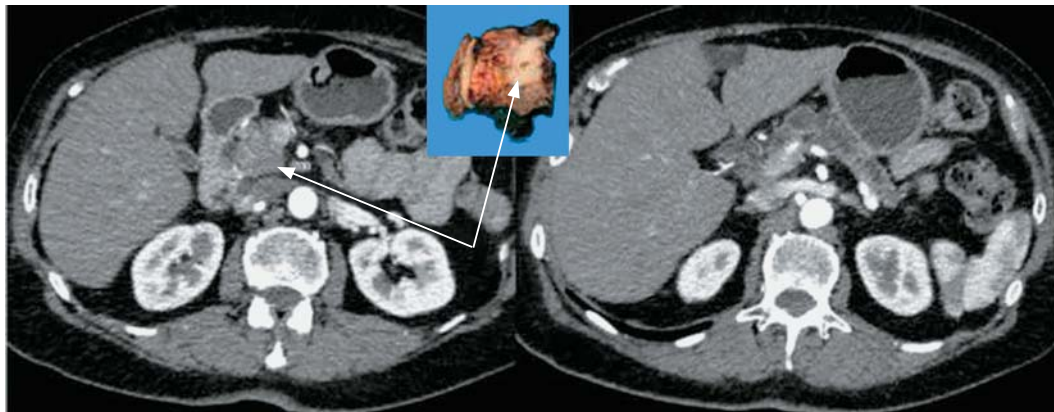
Компьютерная томограмма. Высокодифференцированная ПАК головки ПЖ. Исследование с болюсным контрастным усилением. В головке ПЖ в артериальную фазу очень плохо выявляется гиподенсная зона $2,5 \times 1,9 \times 3$ см. Для сравнения показана атрофия тела и хвоста железы на фоне расширенного ППЖ. Денситометрические характеристики паренхимы такие же, что и в головке ПЖ.
